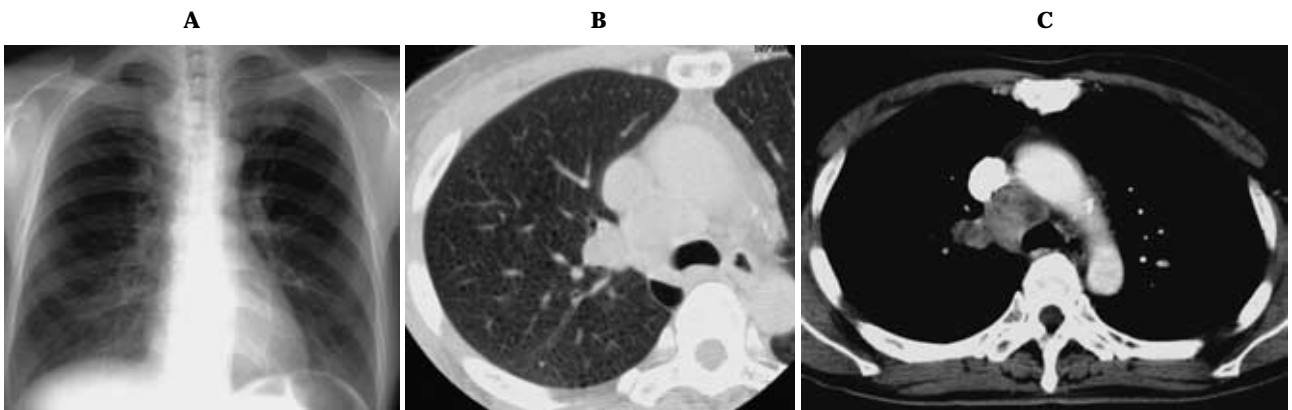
Small cell carcinoma, central type : In CR (A) the right upper mediastinum is widened. CT (B, C) shows a 2 cm in diameter pulmonary nodule in the right upper lobe and right paratracheal lymphadenopathy.
